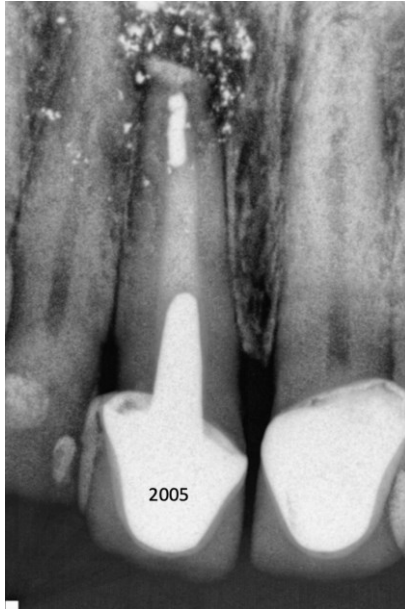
Radiografía inicial (2005)
